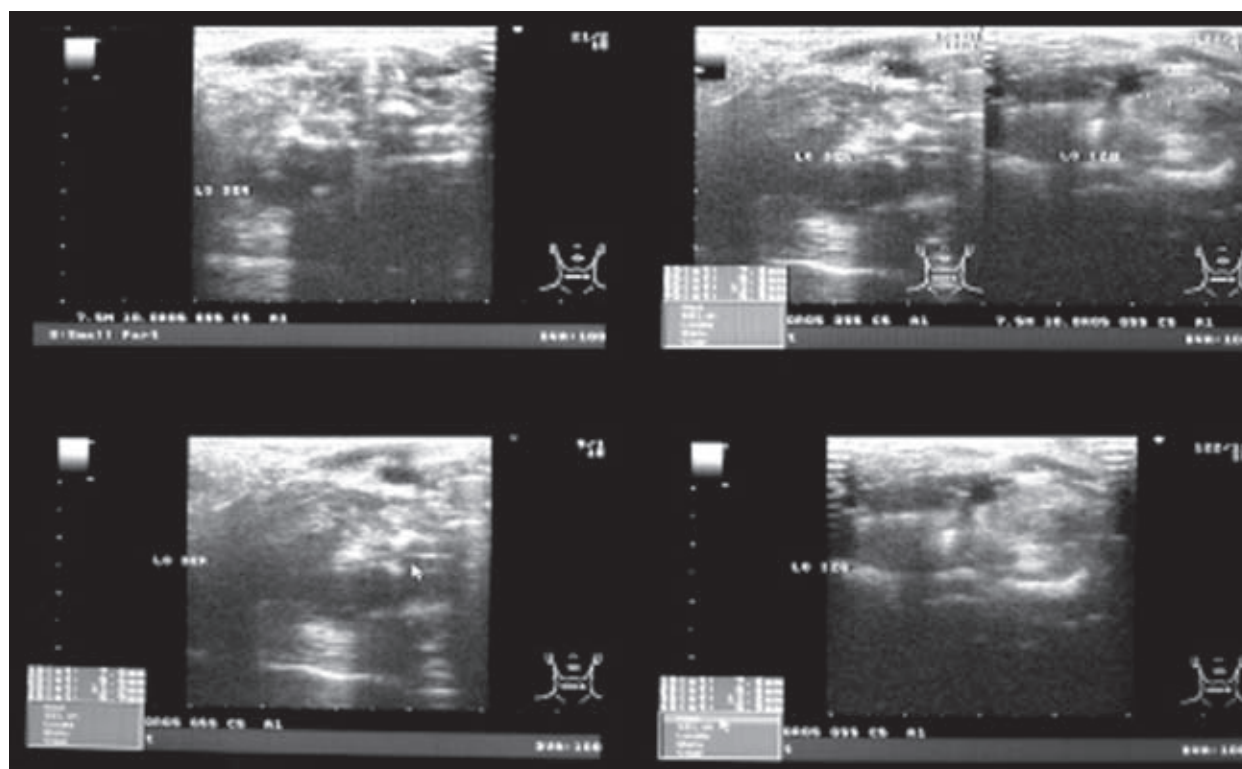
Remanentes tiroideos en los lóbulos derecho e izquierdo en ultrasonido de cuello (flechas), y remanentes de tejido tiroideo en los lóbulos derecho e izquierdo en un ultrasonido de cuello.
